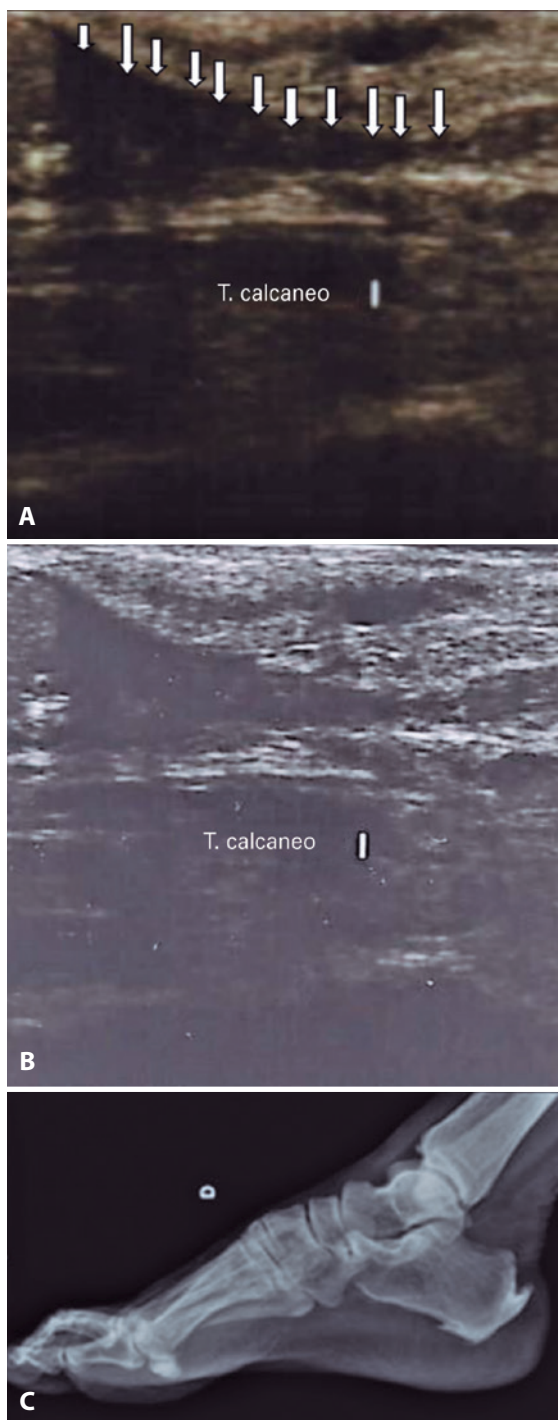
A e B. Imagens diagnósticas da ultrassonografia com ruptura do tendão calcâneo. B. Imagem RX pré-operatório de paciente com entesófito dorsal do calcâneo.
